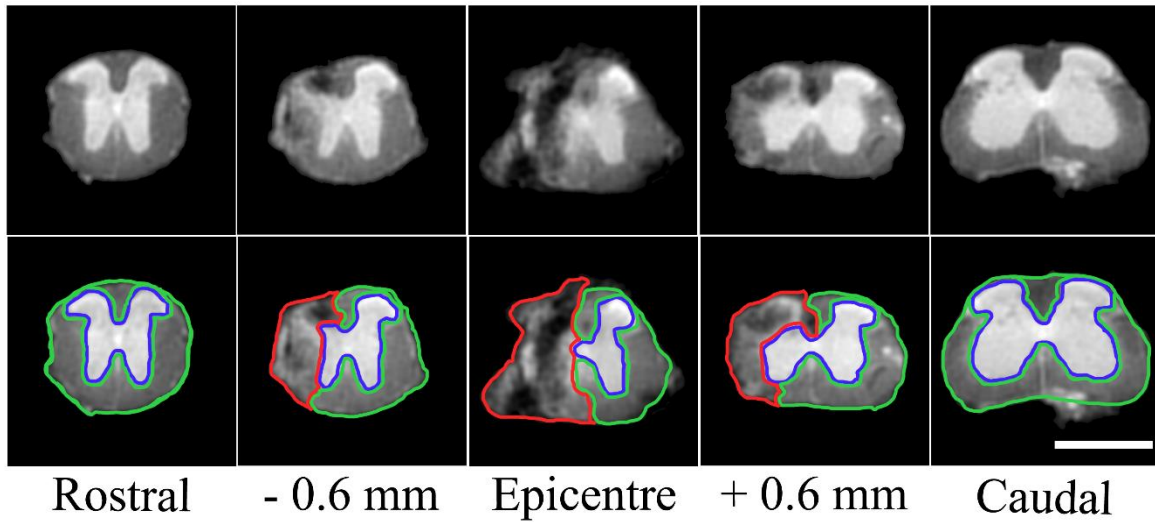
IRM *ex vivo* pondérée en diffusion. 36 coupes transversales de 1 mm d'épaisseur permettent d'effectuer l'analyse sur l'axe rostro-caudal de la moelle épinière et de quantifier le pourcentage lésionnel, le volume lésionnel et l'extension de la lésion. Echelle : 1.5mm.
